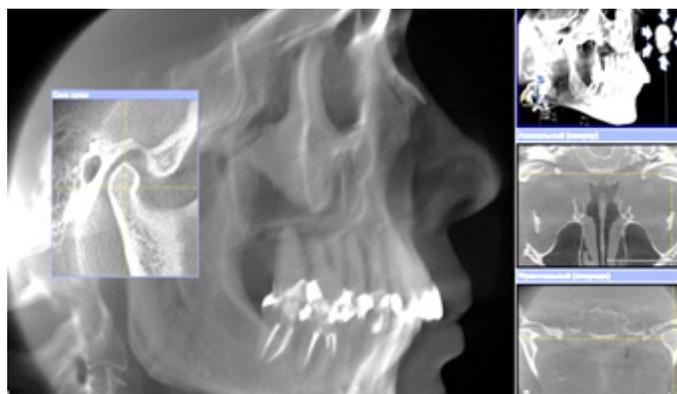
Компьютерная томография ВЧС
